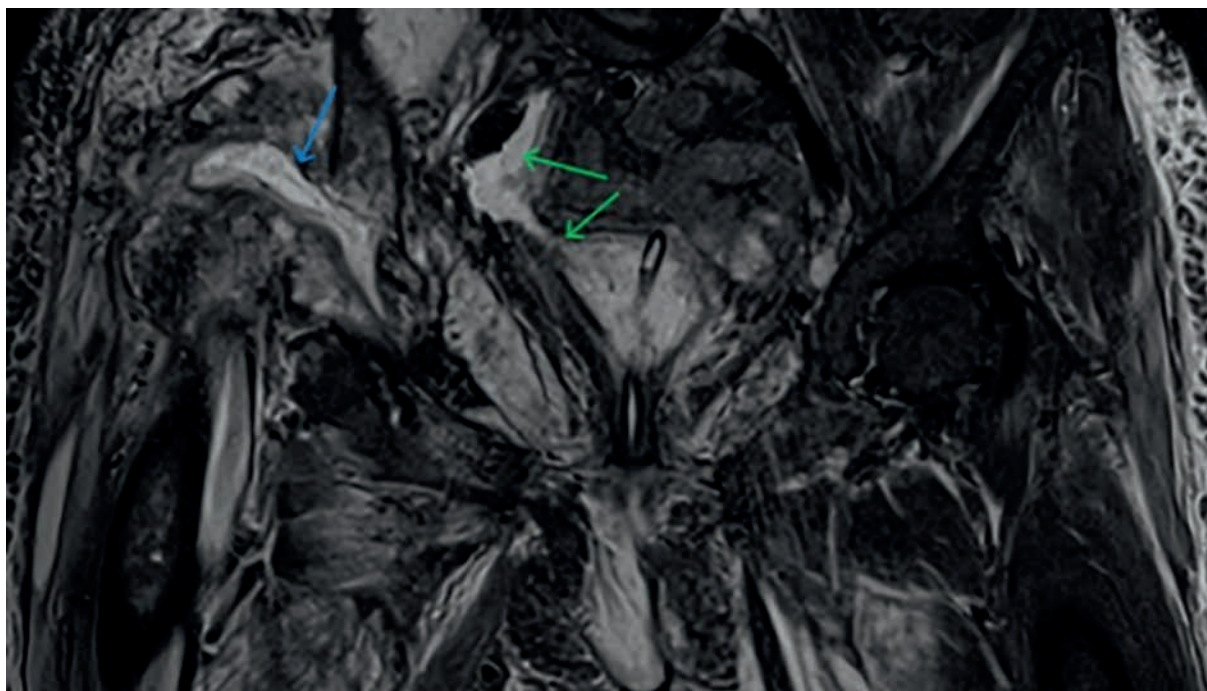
Rezonans magnetyczny, obraz T2-zależny: obecne kolekcje płynowe w pochwie (zielona strzałka), ślepo zakończonej odbytnicy (niebieska strzałka) oraz wokół pęcherza moczowego (fioletowa strzałka).
